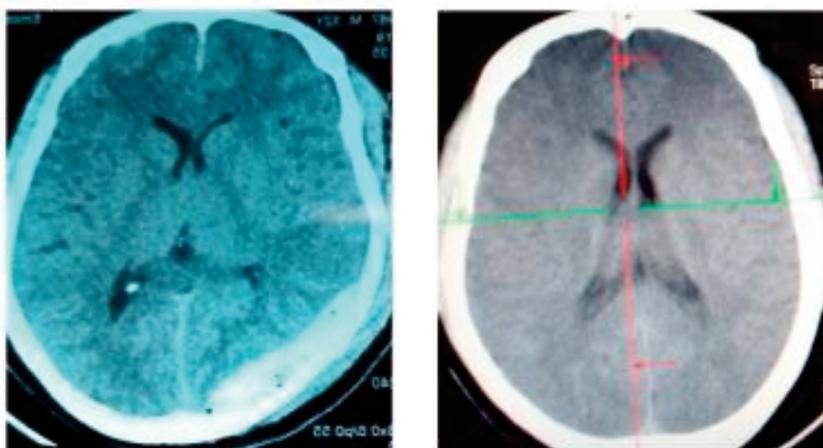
TDM cérébrale non injectée en coupe axiale montrant un HED pariéto-occipital gauche (A) avec un contrôle (B) à M2 posttraumatique montrant une résorption complète de l'hématome.
